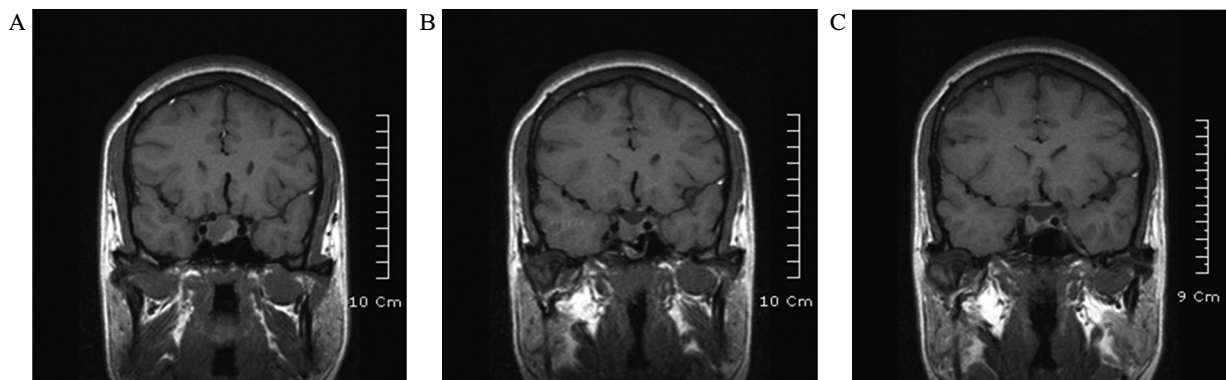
Sella MRI showed pituitary adenoma. A. About 1.8 × 1.5 cm sized solid and cystic tumor was seen at the time of diagnosis. B. About 1 cm sized residual tumor was seen at right portion of pituitary gland after trans-sphenoidal pituitary tumor removal. C. Decreased residual pituitary adenoma (6 mm sized) with necrotic portion was seen after delivery.
